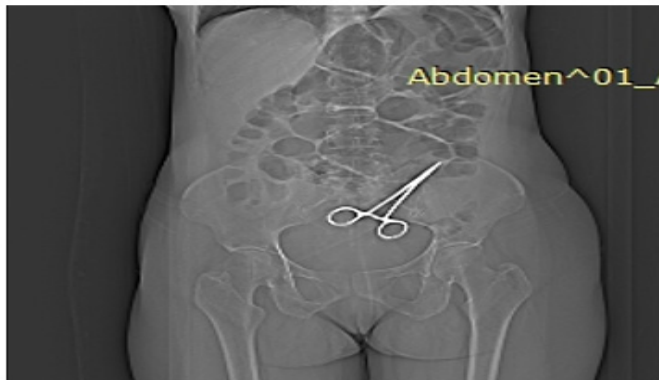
Reconstruction coronale d'une TDM abdomino-pelvienne montrant la pince chirurgicale sans l'abdomen.
